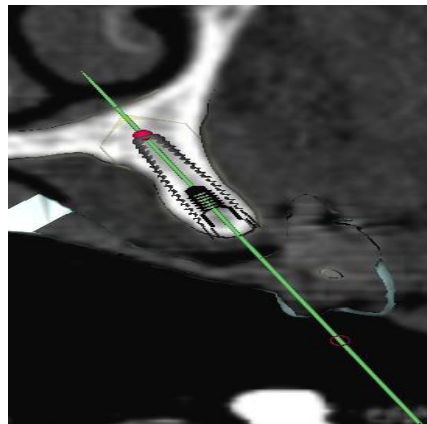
Valoración ósea por medio de TC⁸.
